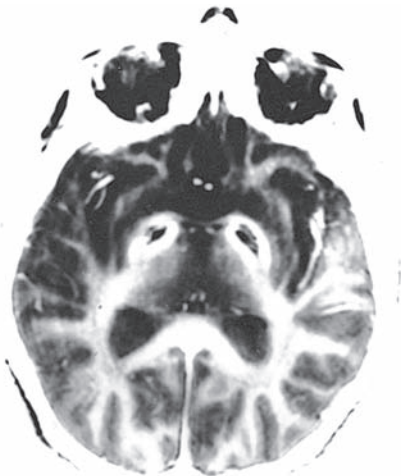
Enfermedad de Hallervorden-Spatz. MRI T2 que muestra áreas de disminución de la intensidad de señal del globo pálido en ambos lados (correspondiente a depósito de hierro) y un área central de señal intensa que se debe a necrosis (signo del “ojo de tigre”).
